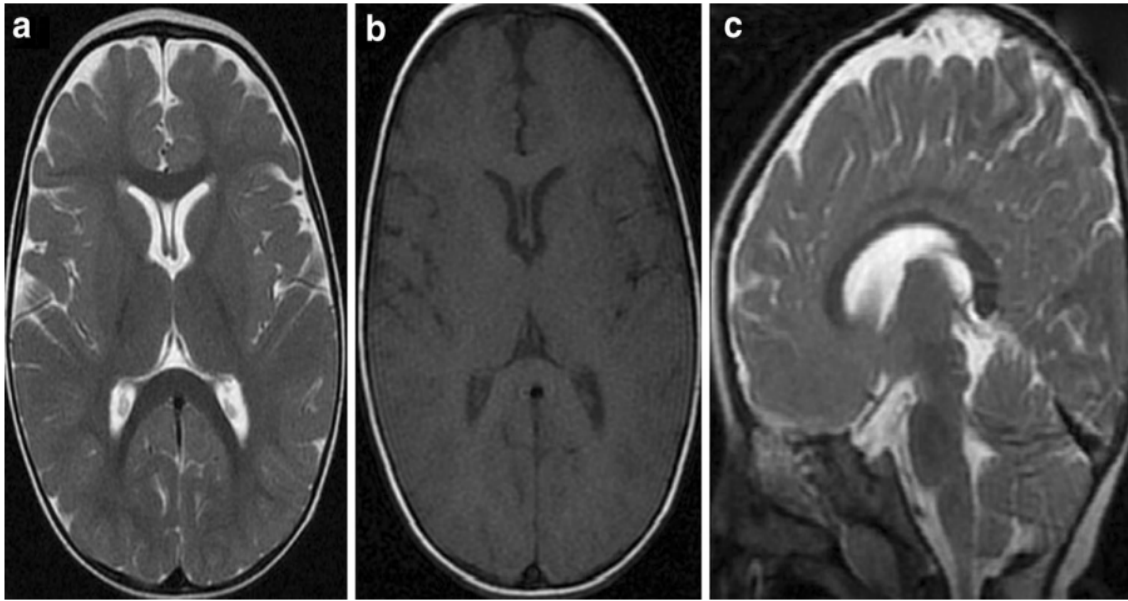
IRM axiale pondérée en T1 et T2 et IRM sagittale en T2 chez un enfant de 15 mois en bonne santé.
